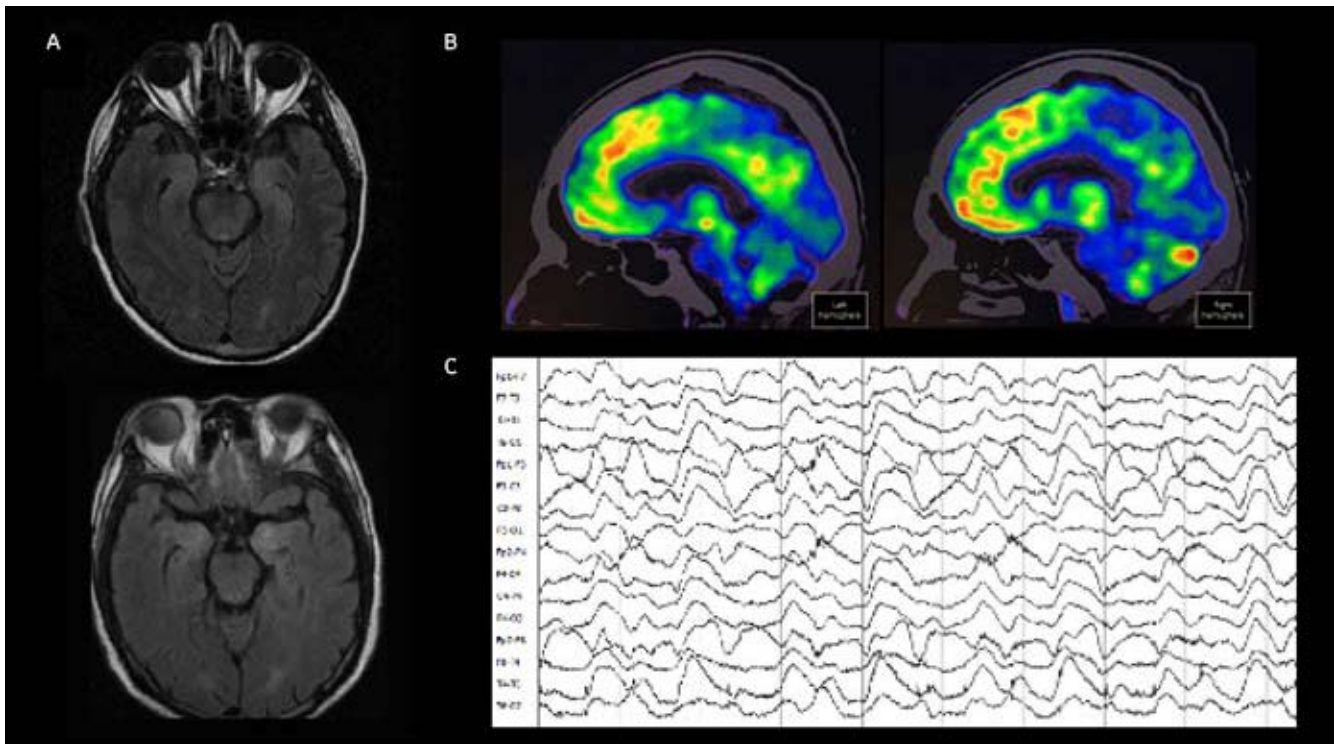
A) Resonancia magnética cerebral ponderada en T2 FLAIR con cortes axiales a nivel del lóbulo temporal medial. Se observa incremento en la intensidad de señal de las cabezas de los hipocampos bilateralmente. B) 18-FDG PET demuestra un hipometabolismo occipital medial. C) Electroencefalograma con patrón *extreme delta brush*. Las imágenes pertenece a una mujer de 16 años con cuadro grave de encefalitis anti-NMDAR.
